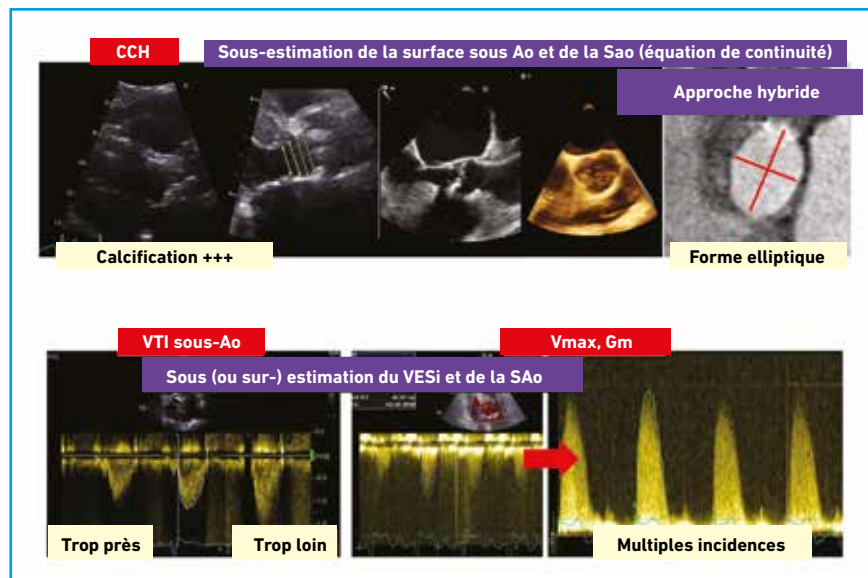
Erreurs de mesure en échocardiographie.
